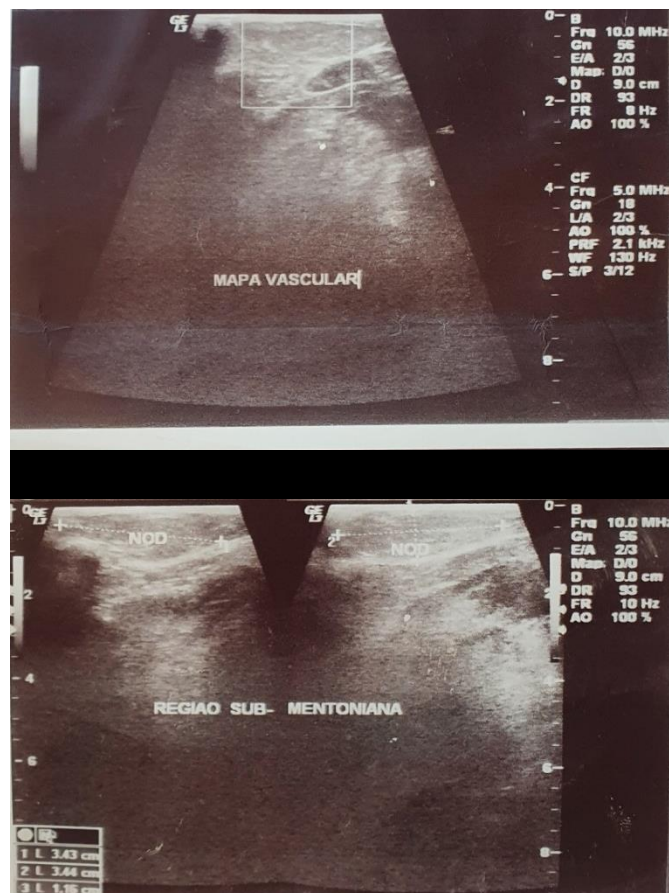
Ultrassonografia realizada em 2009
